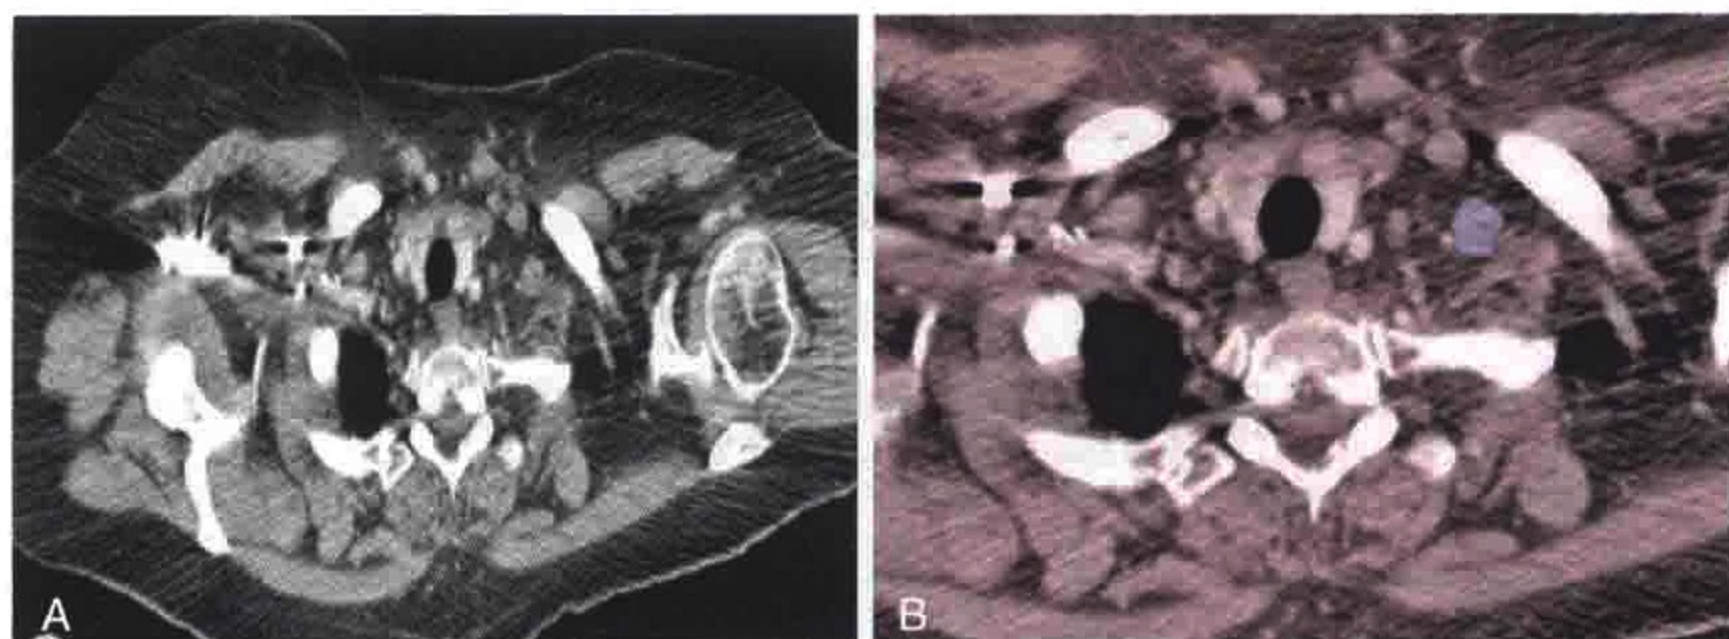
经肺尖横轴位 CT 扫描显示肿大的左侧锁骨上淋巴结（蓝色）
